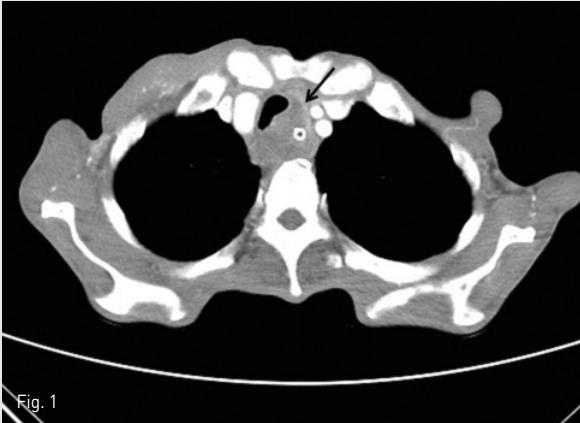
Chest axial CT image shows diffuse wall thickening of upper esophagus at sternoclavicular junction.
